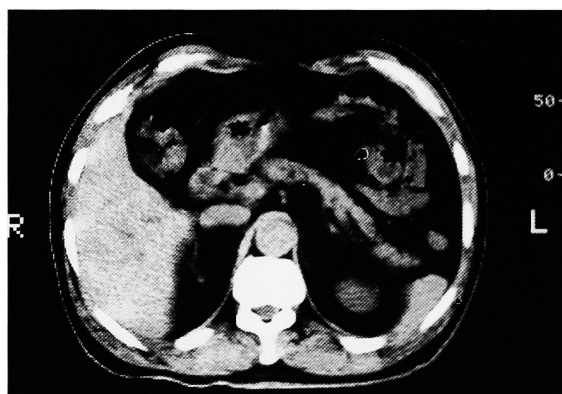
CT showed bilateral low density masses with smooth margins. The mass consisted of a mixture of low (fatty) density area and high density area in April 1991.
